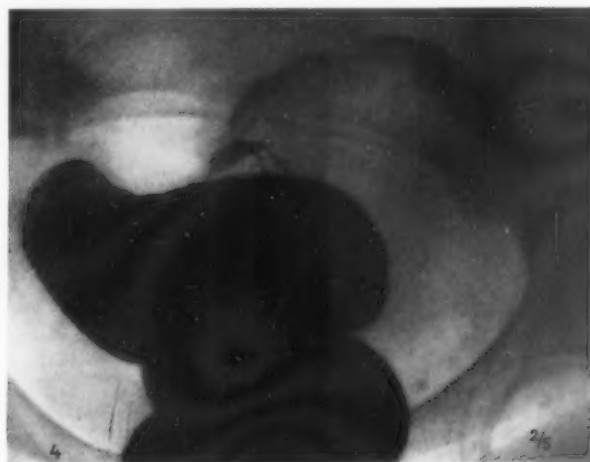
(Fall 3). Fast absolute Stenose am Sigma bei Ovarialkarzinom. Röntgenbild nicht typisch (Autopsie).
